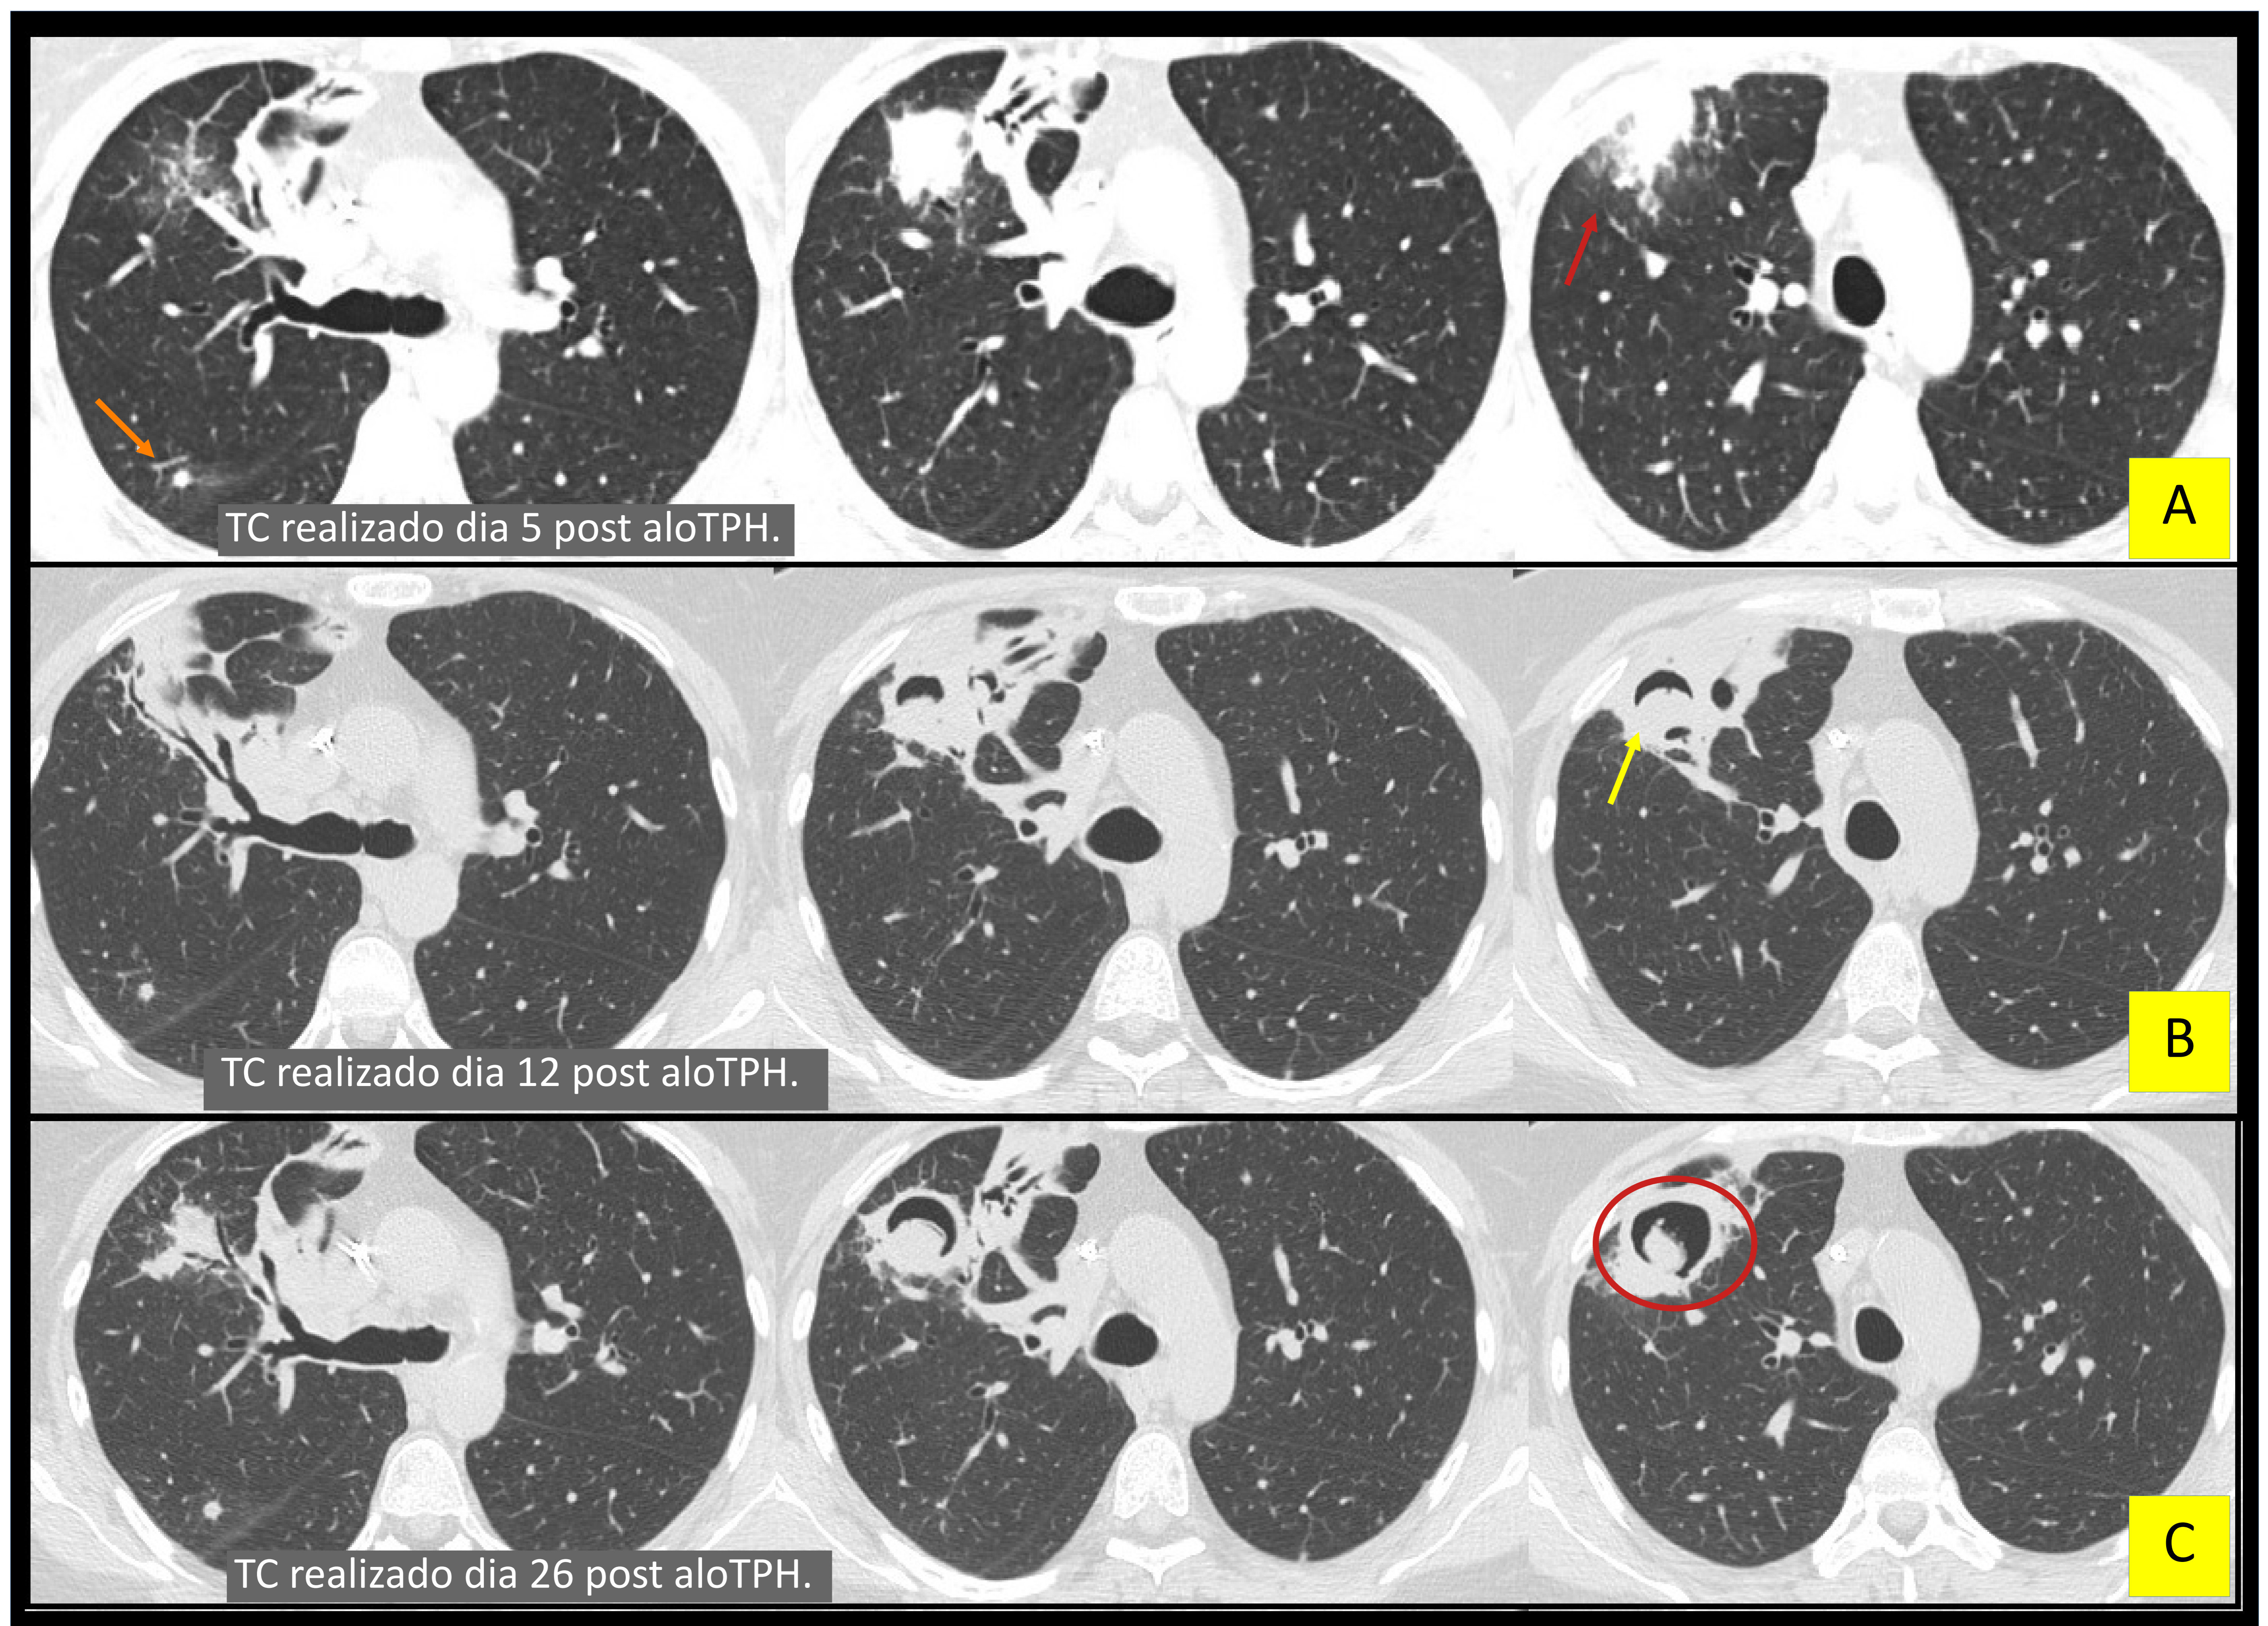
TC en corte axial de aspergilosis angioinvasiva del mismo paciente de la figura 5, post alotrasplante de progenitores hematopoyeticos (aloTPH), por leucemia mieloide aguda. En el primer TC realizado (imagen A), se visualiza el patrón del signo del halo (flecha roja), con consolidación tipo masa y vidrio deslustrado adyacente, en el lóbulo superior derecho, que asocia un nódulo pulmonar adyacente a la cisura mayor (flecha naranja). En los otros dos TC sucesivos (imagen B y C), se puede observar la evolución hacia la cavitación (círculo rojo), con el signo del aire creciente o signo de la semiluna (flecha amarilla).
